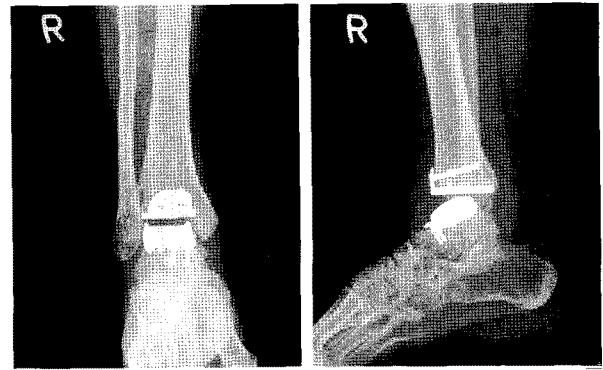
Postoperative plain radiographs shows total ankle replacement state and no evidence of further destructive changes or cysts.
